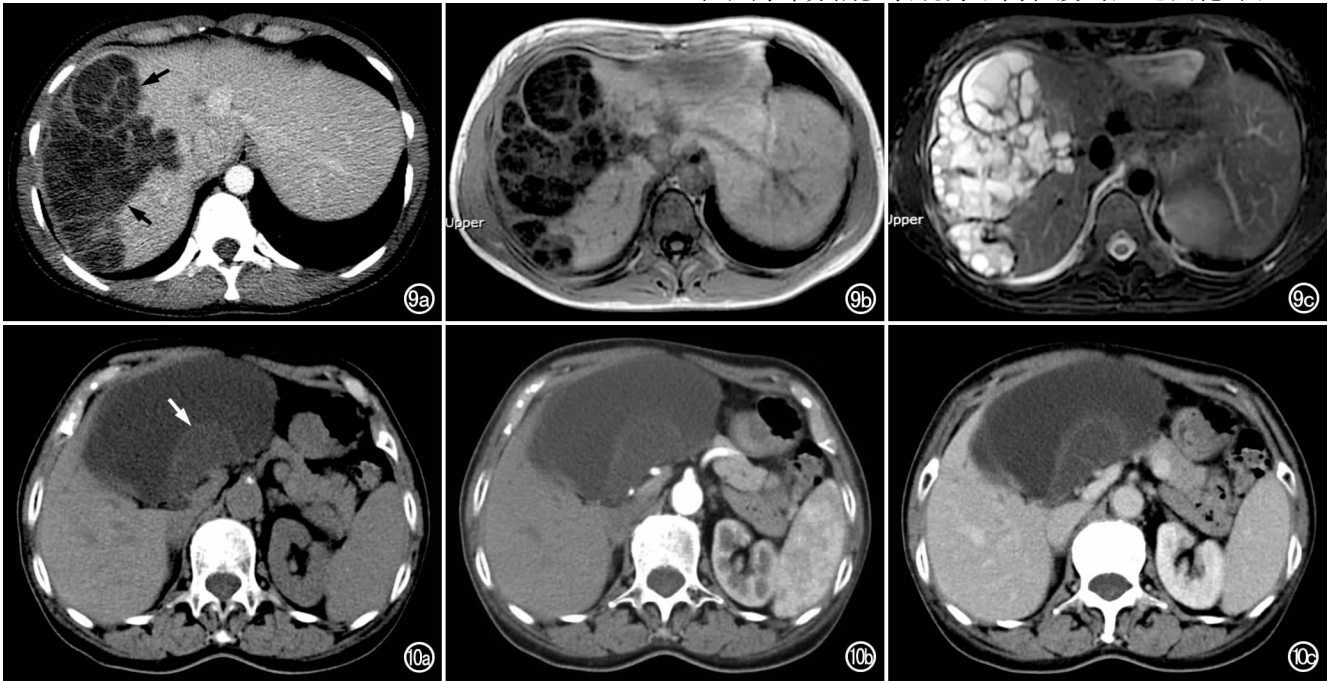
囊型肝包虫病(含子囊型)。a) CT 增强门脉期示肝右叶巨大多房囊性病灶(箭); b) T₁WI 示病灶呈低信号; c) 抑脂 T₂WI 示病灶呈高信号, 内见多个不规则形子囊。图 10 MCN。a) CT 平扫示肝左叶内囊实性病灶, 边界清晰, 囊液呈黏液密度, 可见软组织密度的壁结节(箭); b) 增强动脉期示壁结节轻度强化; c) 门脉期示壁结节轻度强化。
